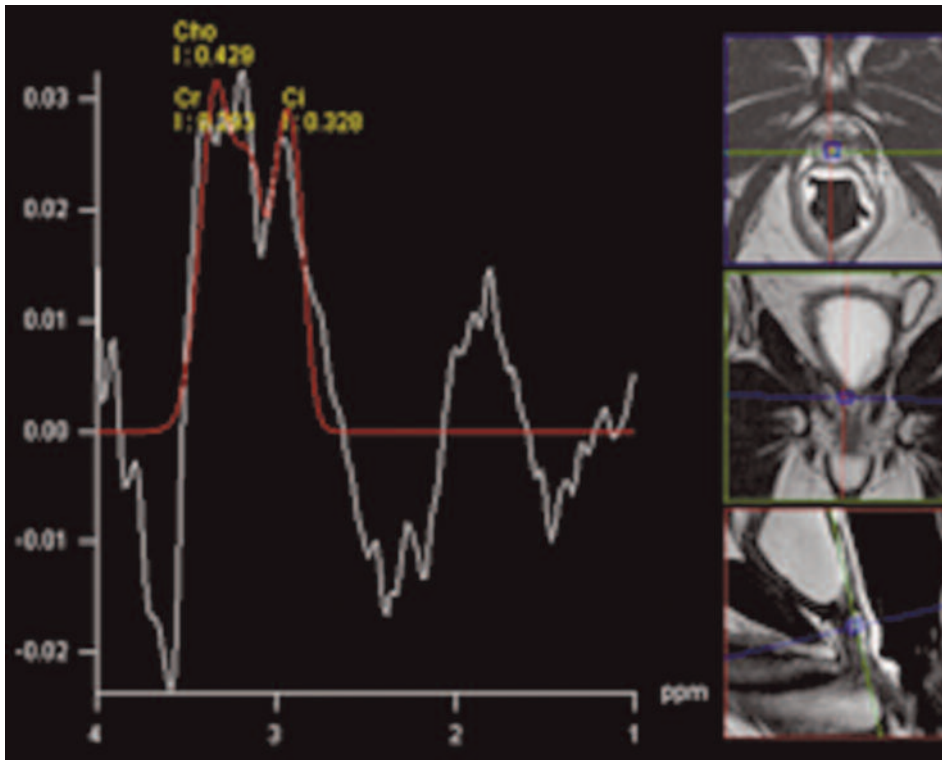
Elaborazione spettroscopica in corrispondenza del reperto DWI. Lo spettro metabolico risulta fortemente degradato da artefatti da suscettività magnetica per la presenza di pulviscolo ferro-magnetico in corrispondenza dell'anastomosi e, pertanto, non diagnostico.
